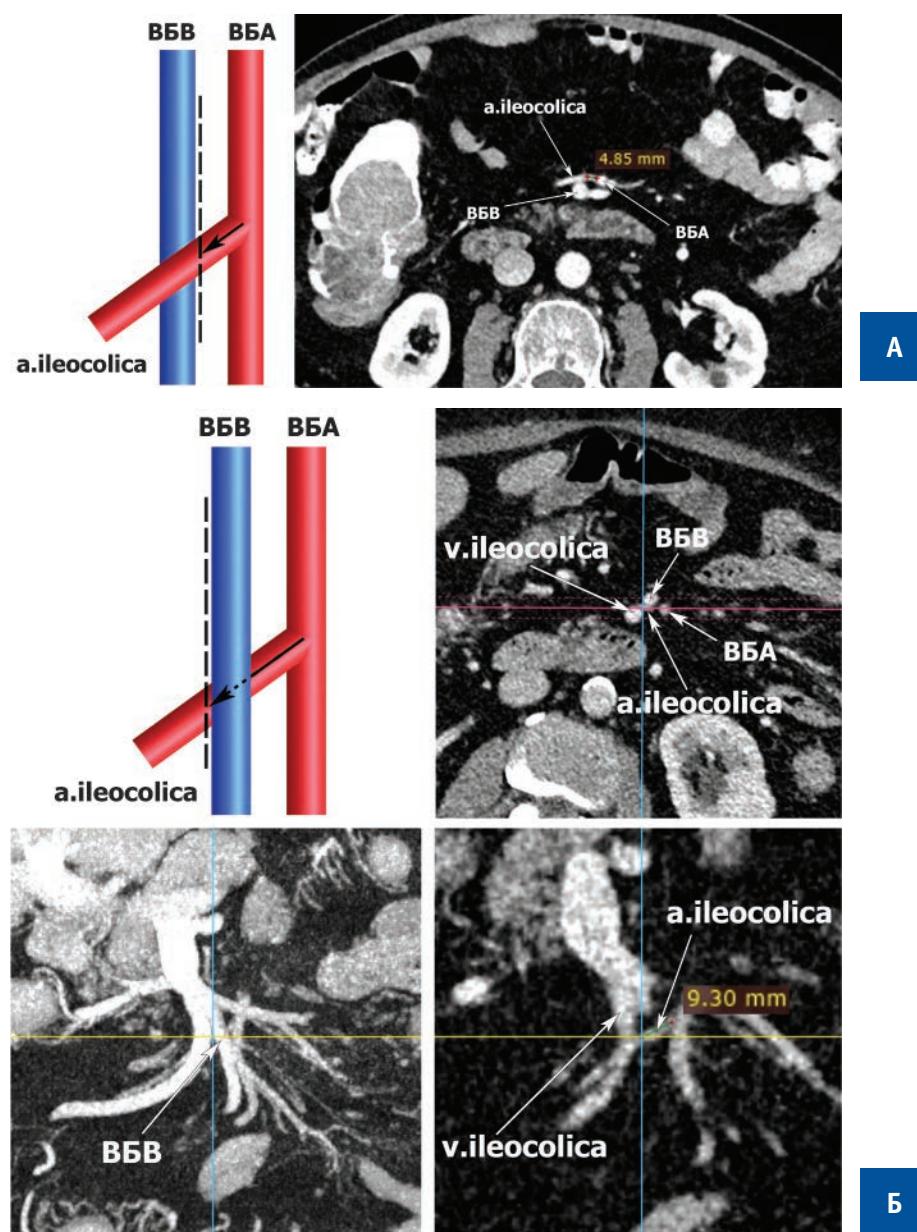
A) Measurement of the expected stump length of the ileocolic artery according to CT data with the ventral location of the artery relative to the SMV (axial plane); Б) Measurement of the expected stump length of the ileocolic artery according to CT data with the dorsal location of the artery relative to the SMV (axial plane, MIP, coronal plane)
